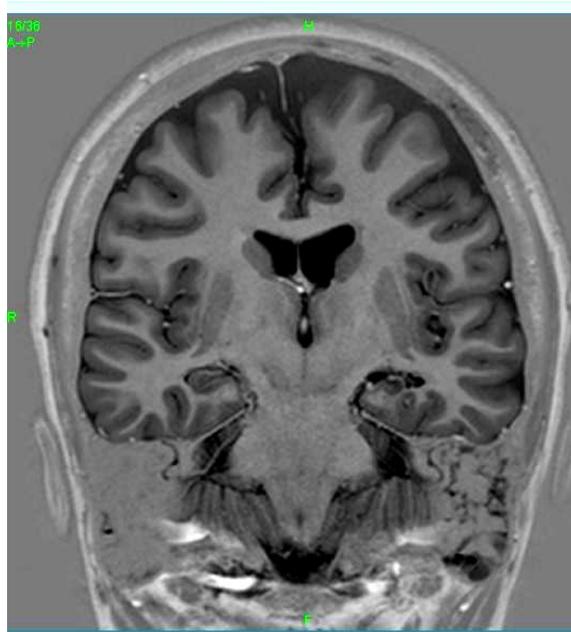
Imagem de RM de paciente com 38 anos, sexo feminino, duração da epilepsia de 36anos, IDB =40, Transtorno Bipolar, EMTE.
